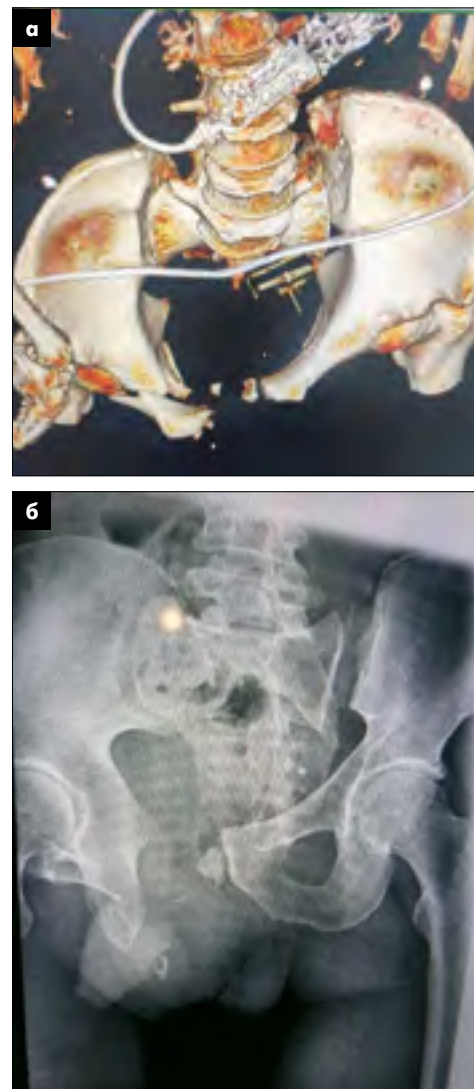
Дослідження військовослужбовця з горизонтально-нестабільним ушкодженням таза з грубим порушенням цілісності тазового кільця: а – рентгенограма; б – КТ-сканування відповідного ушкодження
